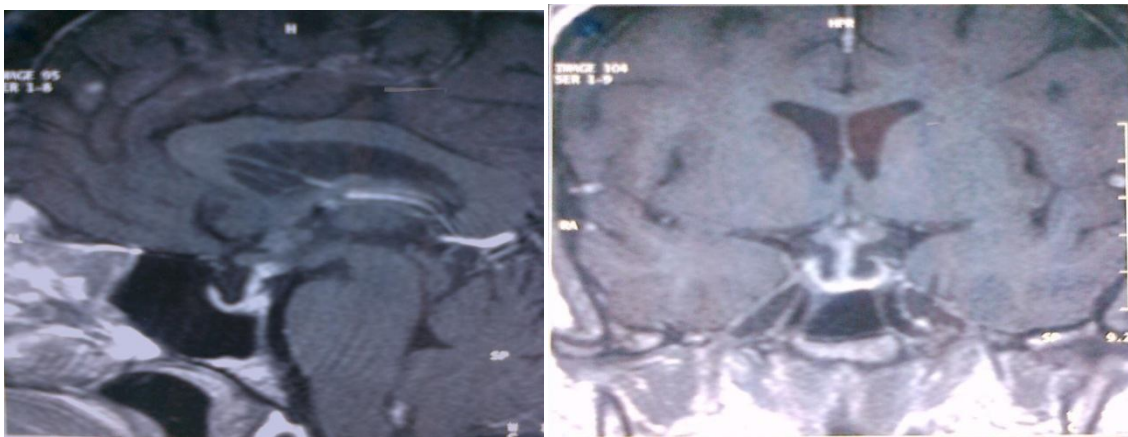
IRM H-H séquence T1 montrant l'épaississement de la tige pituitaire et de la région hypothalamique.
